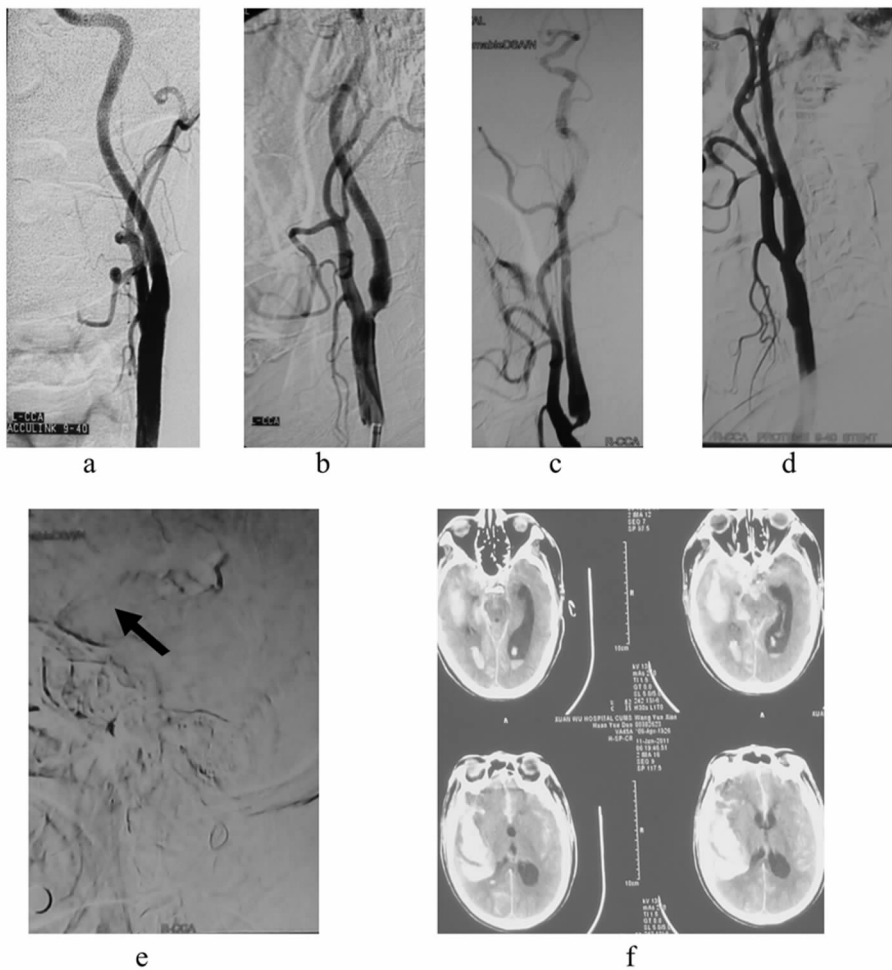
图 a.1 个月前手术前造影提示双侧颈内动脉起始部重度狭窄。图 b.1 个月前术后狭窄明显改善。图 c.右侧颈内动脉起始部重度狭窄。图 d.术后狭窄明显改善。图 e.支架释放,患者出现躁动,查瞳孔不等大,复查造影示:原狭窄段血管管径明显改善,支架位置良好,右侧颅内造影显示颅内血供明显改善,但静脉期仍可见造影剂滞留,考虑出血。图 f.急查 CT 见大量出血。
